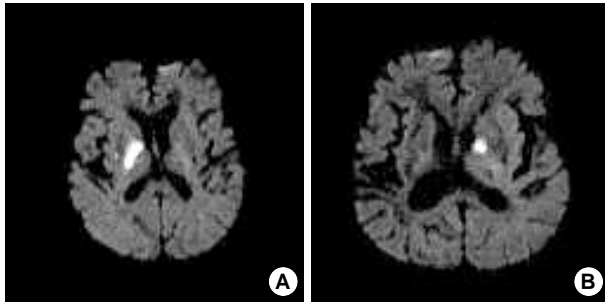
Brain MRI diffusion images show high signal intensity lesions in the right (A) (Case 1) and left (B) (Case 2) internal capsule including genu portion.
